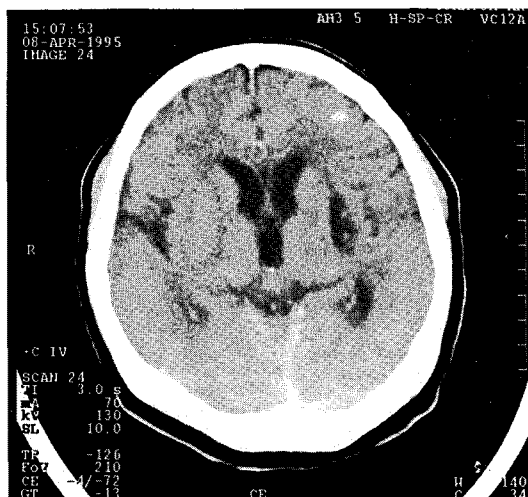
Brain CT shows old cerebral infarction, left basal ganglia.
